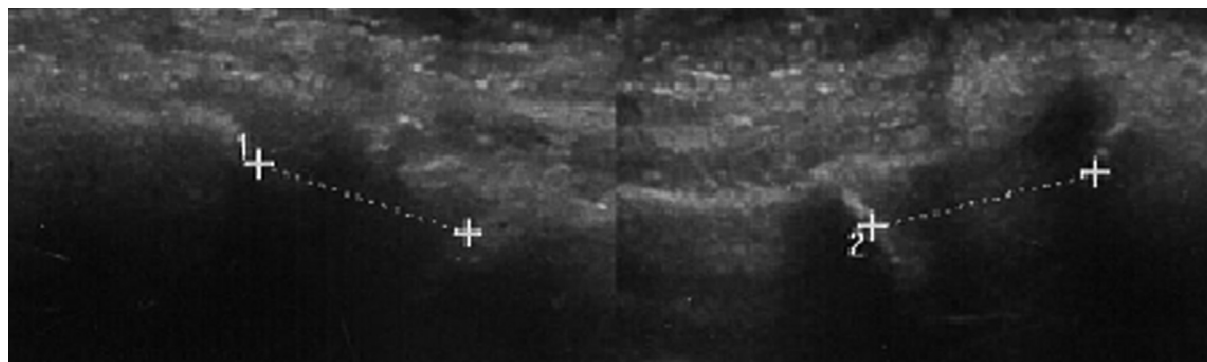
Результат УЗИ грудино-ключичного сочленения
